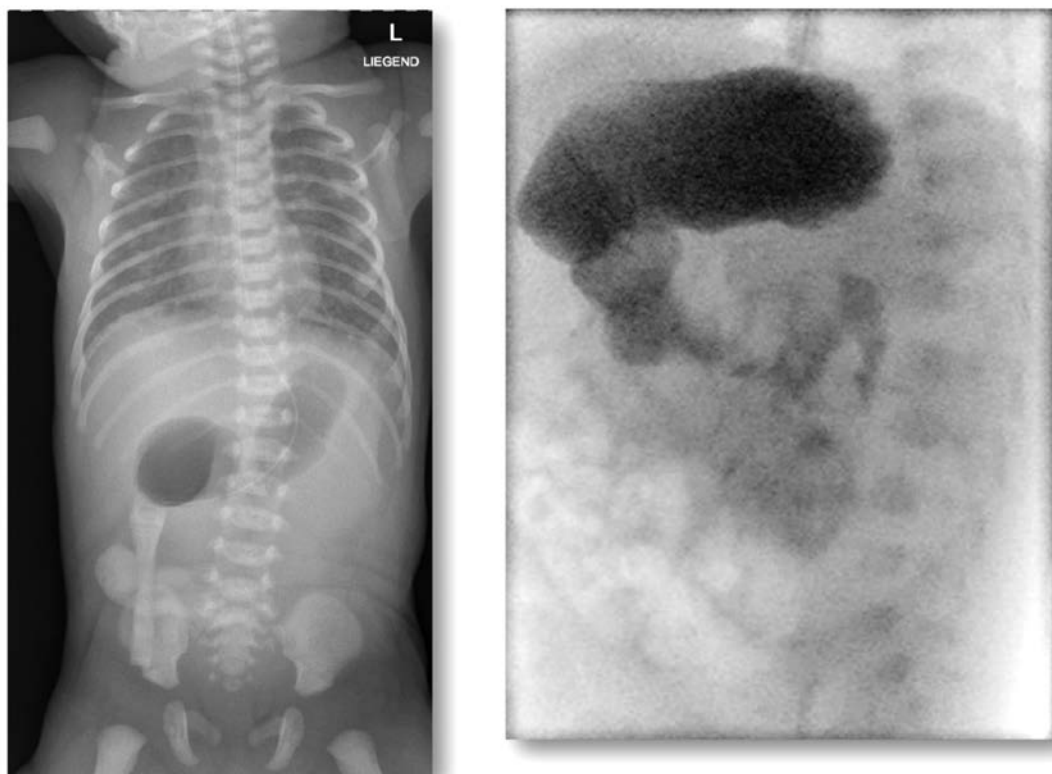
Präoperatives Röntgenbild Abdomen Übersicht mit «Double Bubble», sowie postoperative Kontrastdarstellung mit regelrechtem Übertritt des Kontrastmittels vom proximalen ins distale Duodenum.
